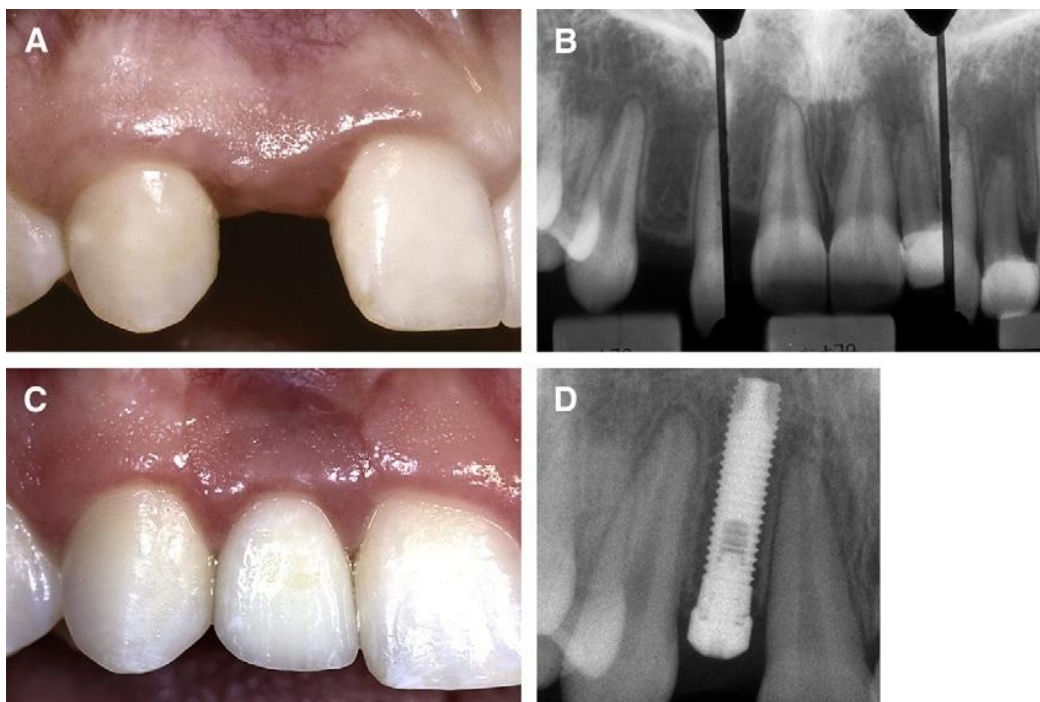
Apertura para la colocación de un implante. A) Espacio creado para el implante. B) Radiografía donde se observa la paralelización de las raíces. C) Colocación de la corona sobre implante. D) Radiografía del implante. Se muestra la distancia entre el implante y las raíces de los dientes adyacentes. (Tomada de Olsen, 2010)³⁴
